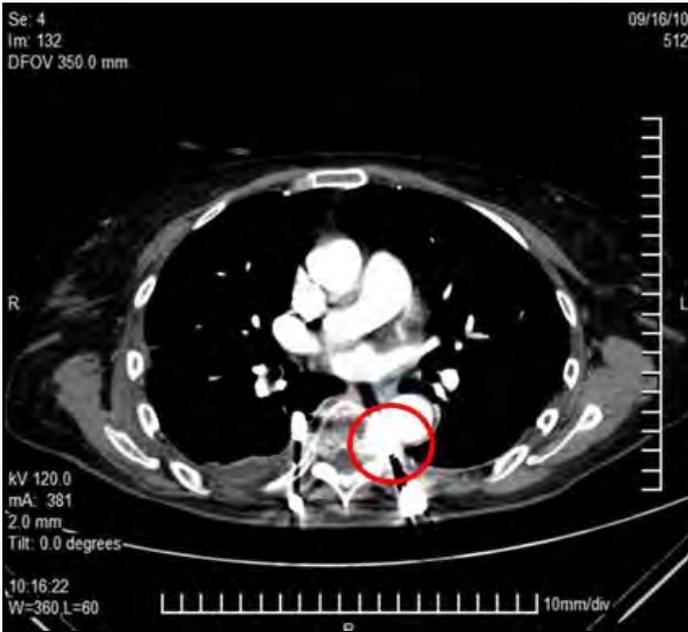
Angiotomografía: se observa tornillo pedicular en T7 sobre pared de aorta torácica descendente.
